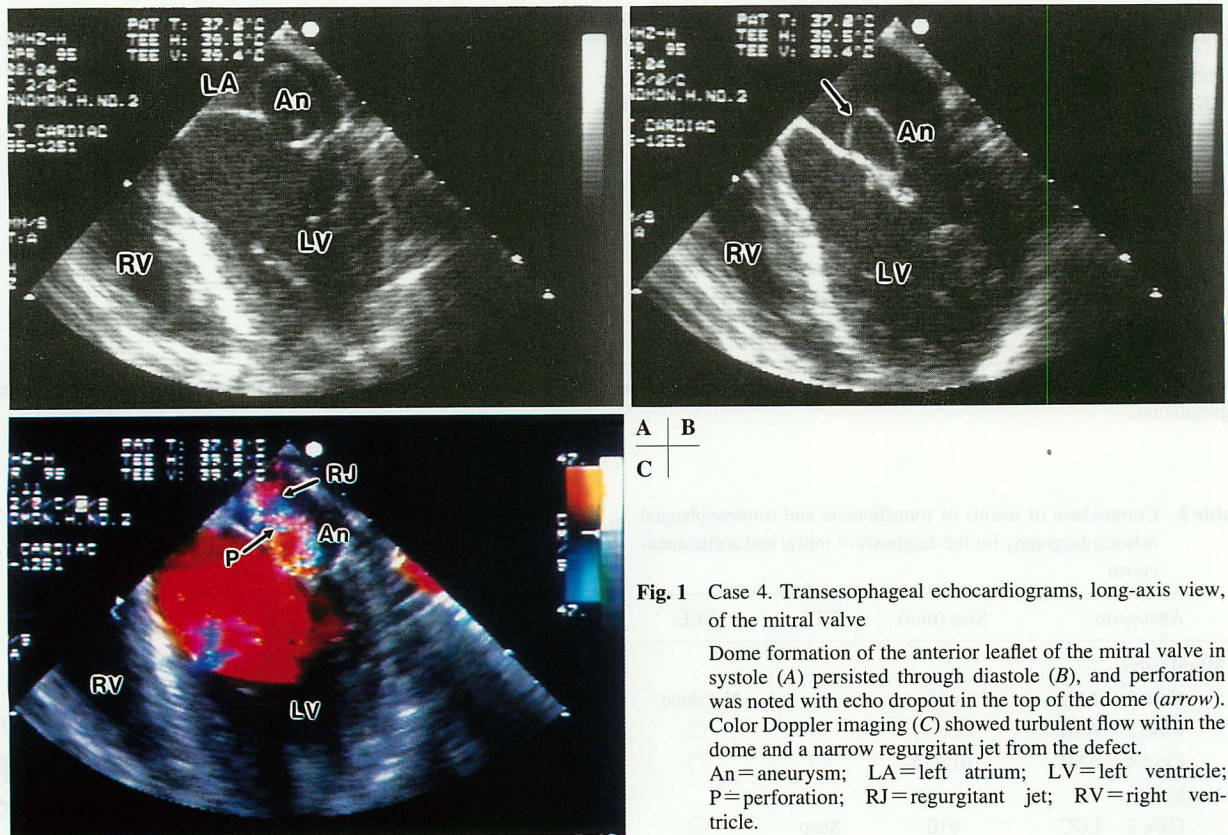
Case 4. Transesophageal echocardiograms, long-axis view, of the mitral valve
